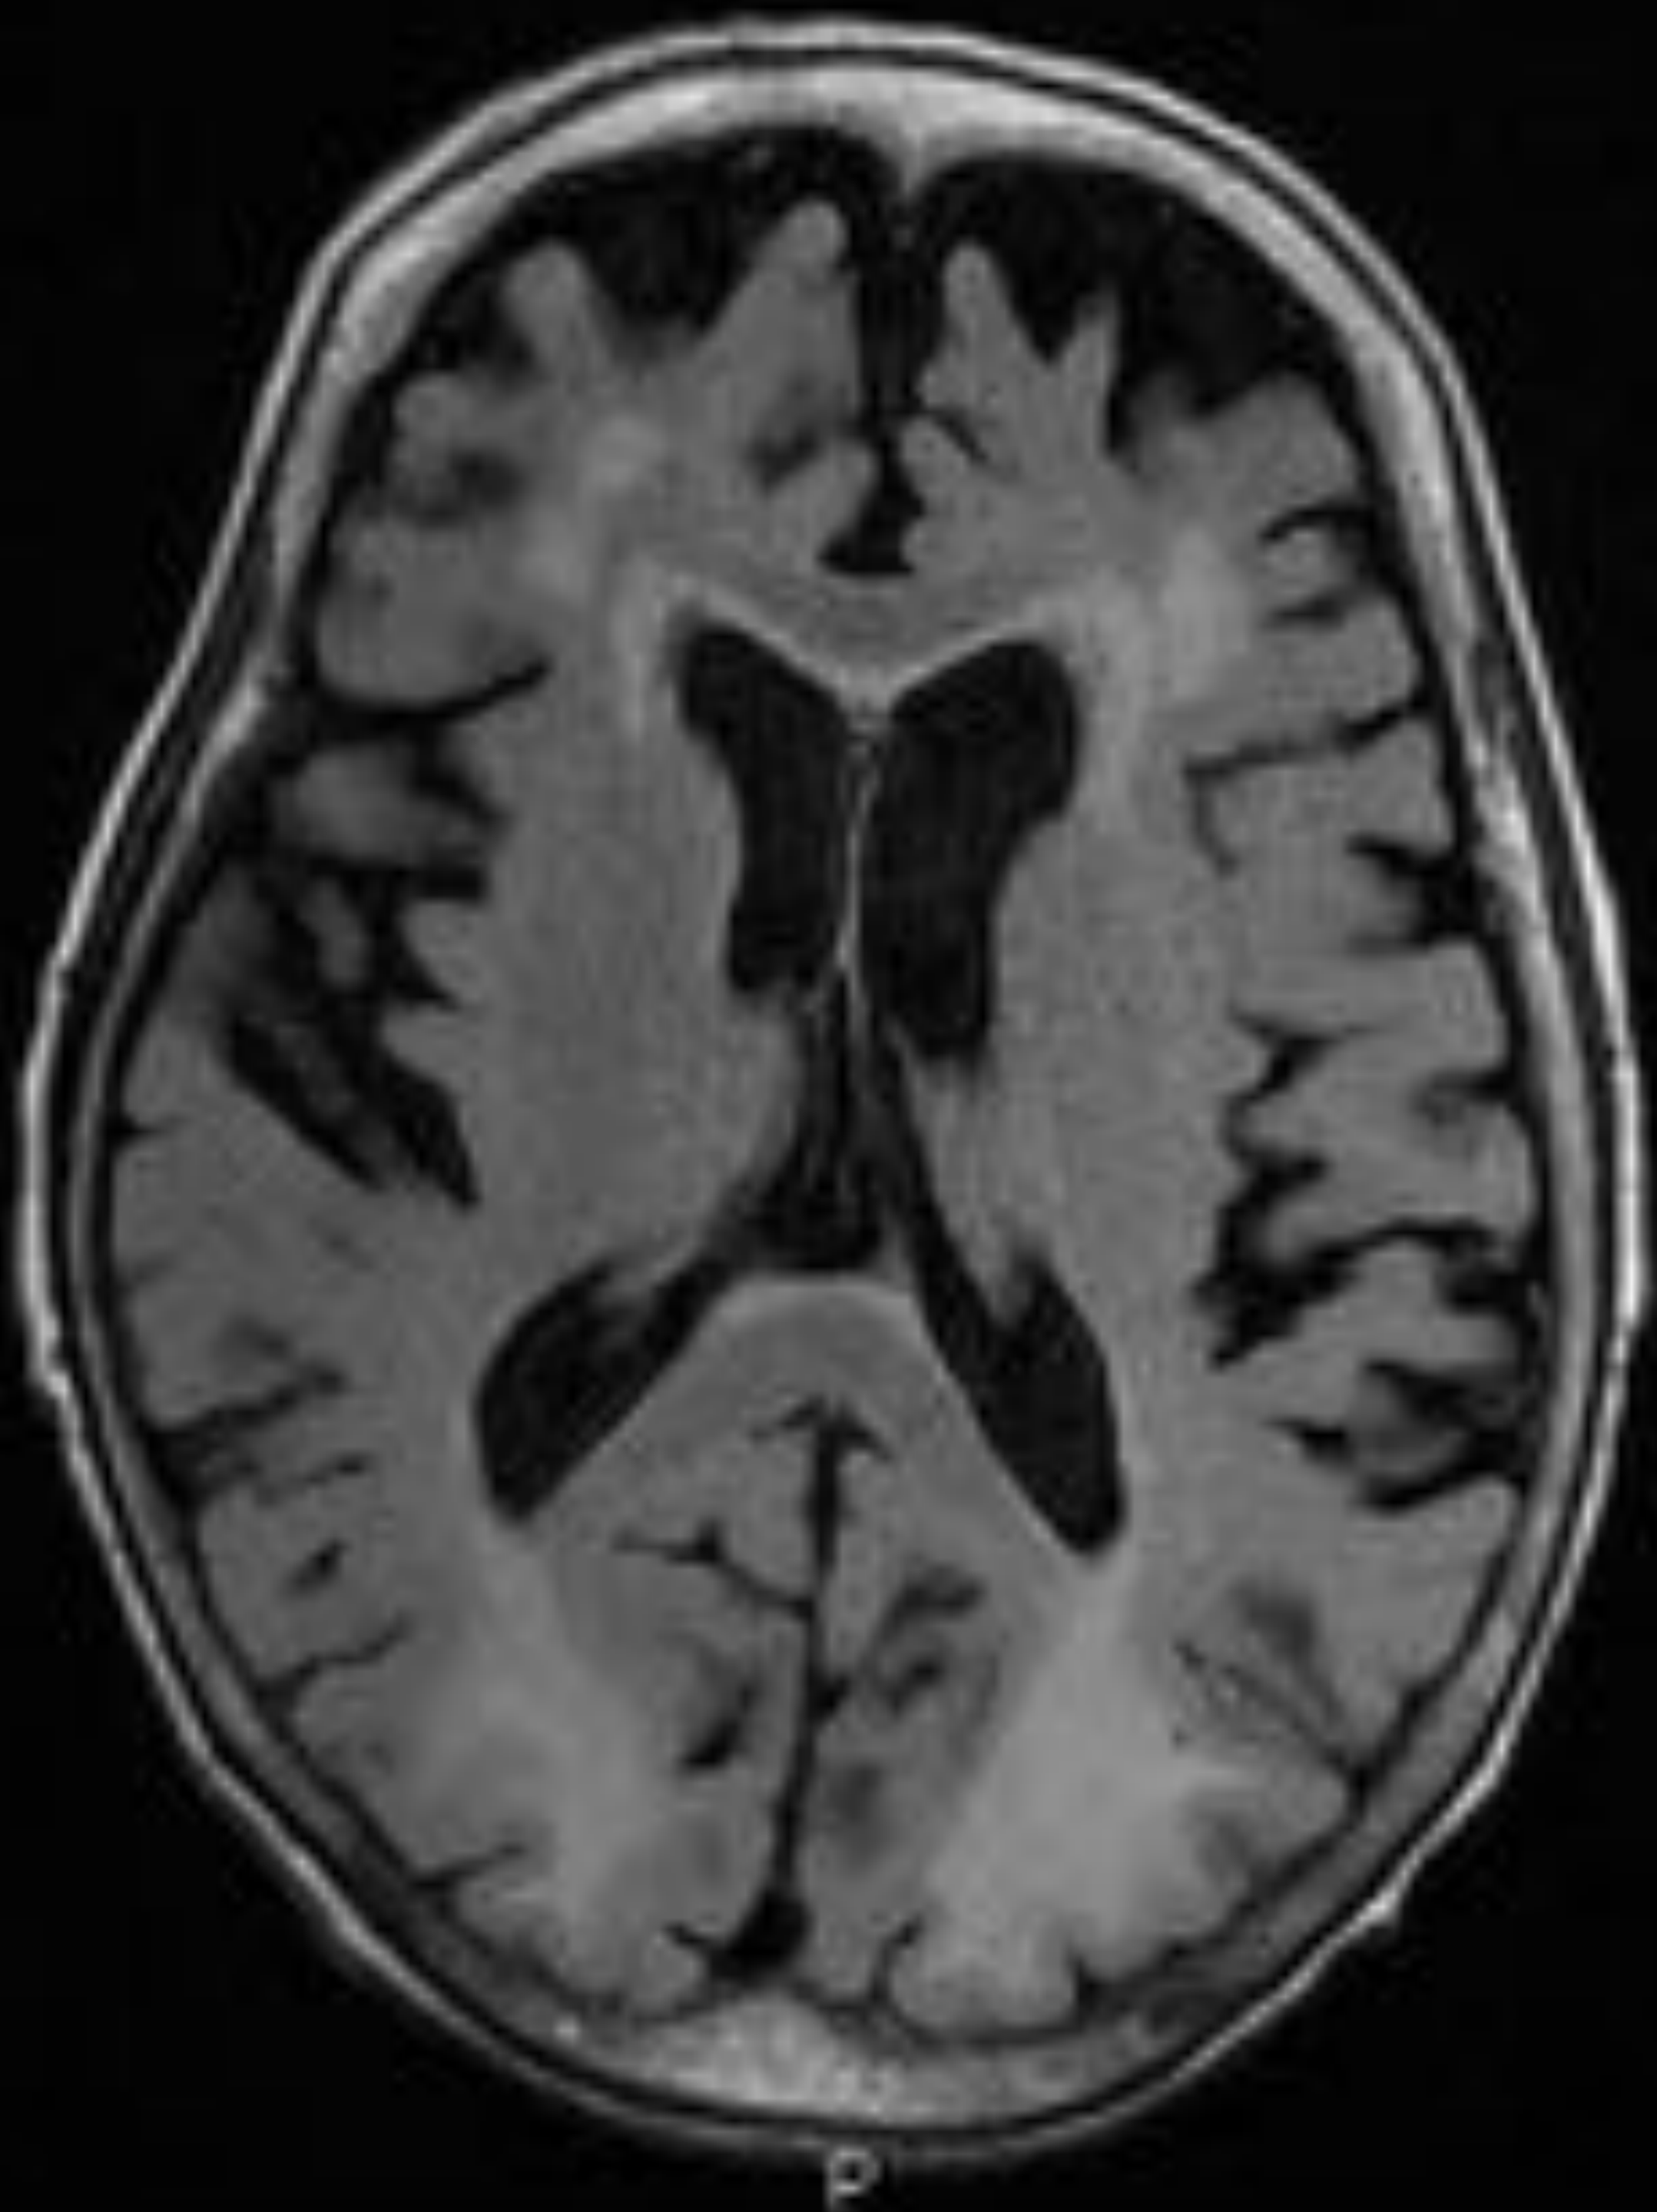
Aumento de señal en FLAIR /DP -T2 en la sustancia blanca subcortical de ambos lóbulos parietales altos /occipitales, de manera bastante simétrica en el contexto de un paciente con hipertensión arterial no controlada. PRES de patrón parieto-occipital. Secuencia FLAIR, axial.
